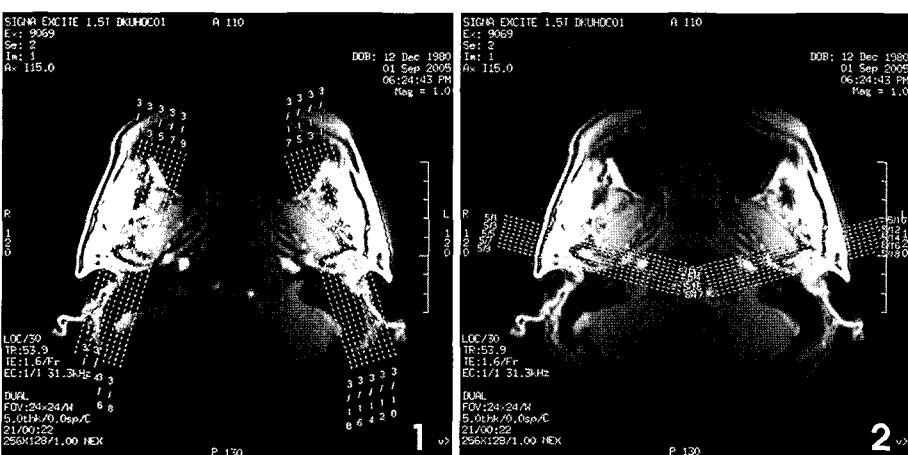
The axial scout image with reference line of 3 mm slice thickness for parasagittal temporomandibular joint MR image.
